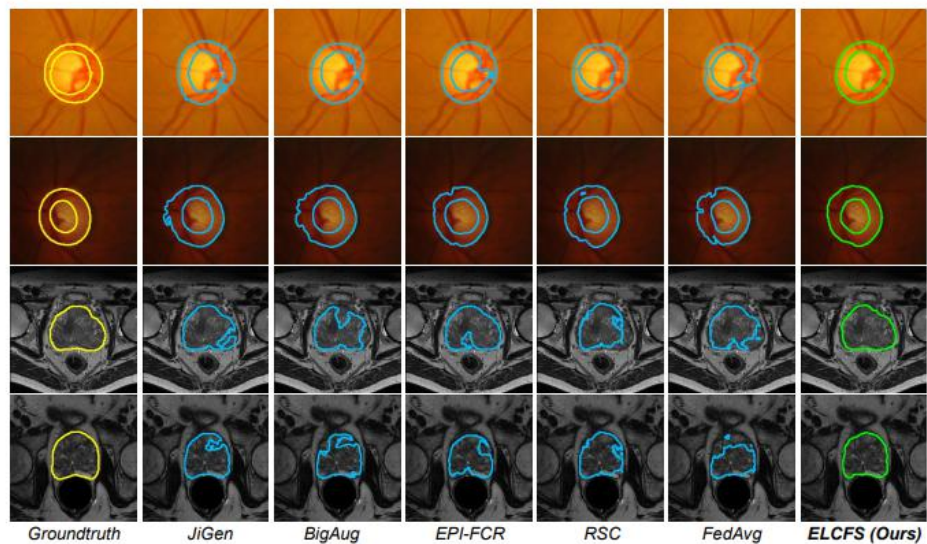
Qualitative comparison on the generalization results of different methods in fundus image segmentation (top two rows) and prostate MRI segmentation (bottom two rows).
